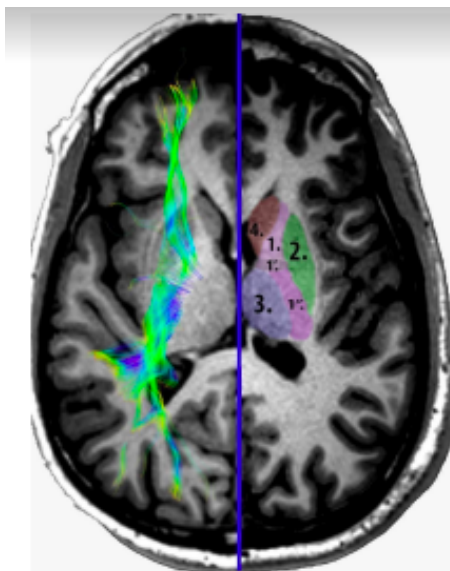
Capsule interne sur IRM T1 en vue axiale
